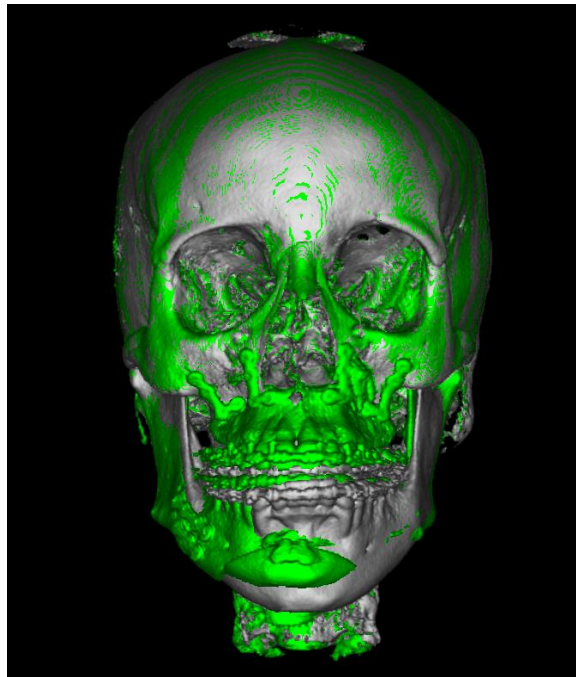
Imagem digital do resultado da sobreposição das imagens geradas à partir das tomografias dos tempos pré e pós-cirúrgicos.
